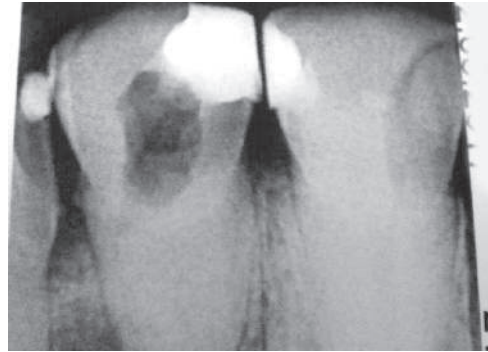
На рентгенограмме определяется деструкция костной ткани в области апекса 2.1 зуба и облитерация корневого канала
